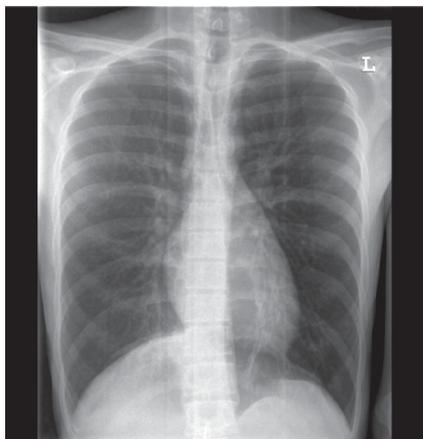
Обзорная рентгенография органов грудной полости от 13.01.15 г.
